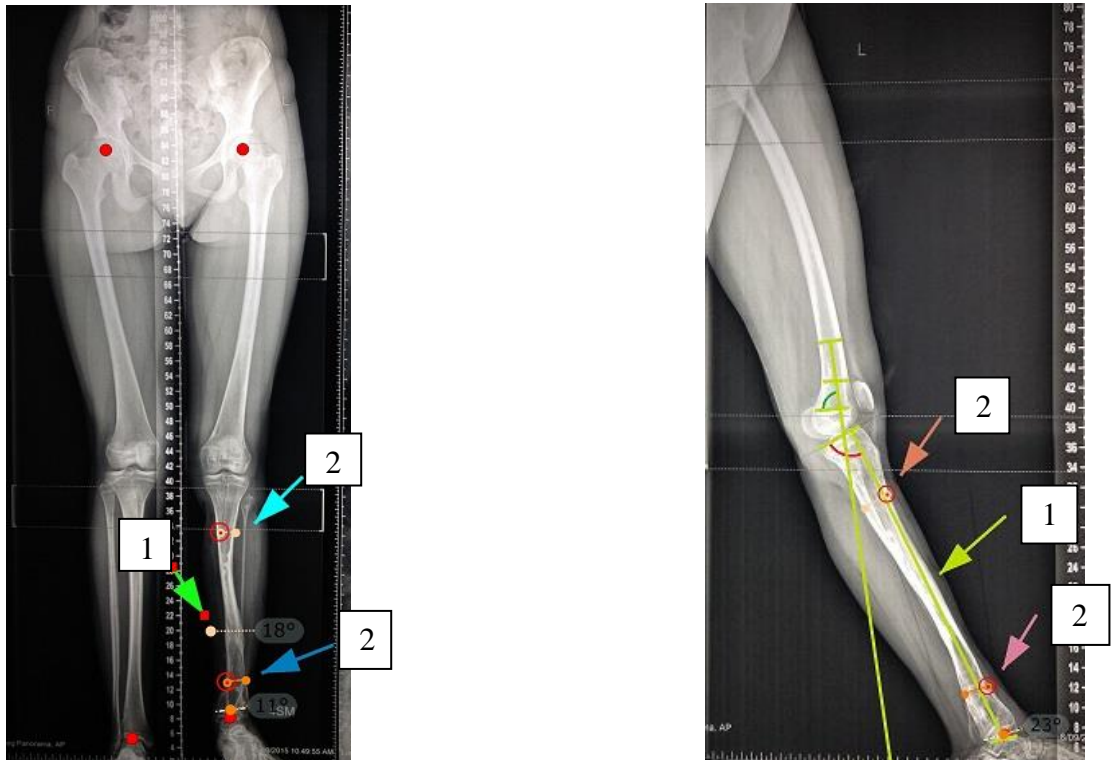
Рентгенограммы нижних конечностей с определёнными уровнями остеотомий большеберцовой кости у пациента с консолидированным ВЛСКГ, где: 1 – уровень остеотомии при стандартном планировании, 2 – уровни остеотомий вне зоны бывшего псевдоартроза.
